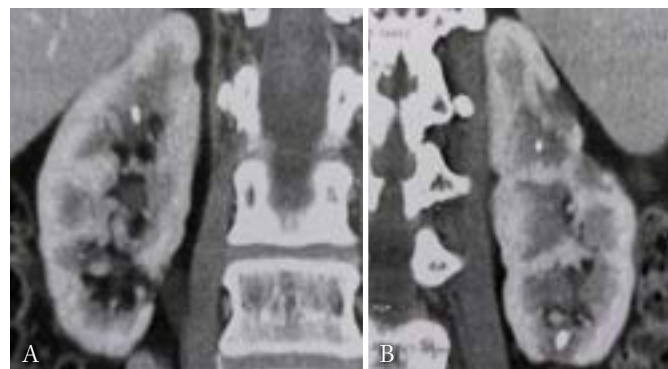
Tomografia computadorizada do abdome total, corte coronal em maior aumento, evidenciando cálculos renais bilaterais.
